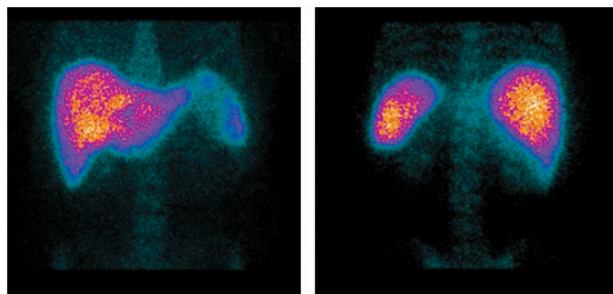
Сцинтиграммы печени и селезенки больного Ч. 53 лет в передней и задней проекциях при циррозе класса А по Child-Pugh
